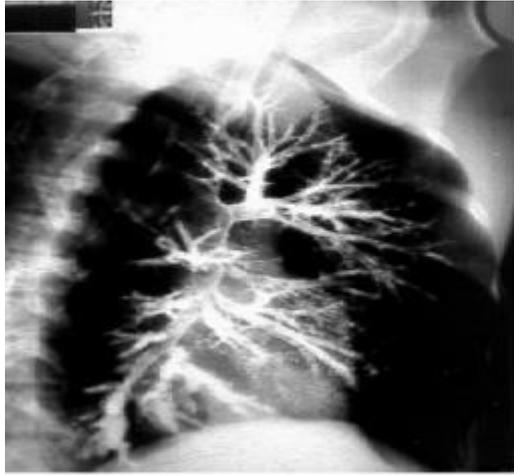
aspect radiographique de la bronchectasie variqueuse (4)
